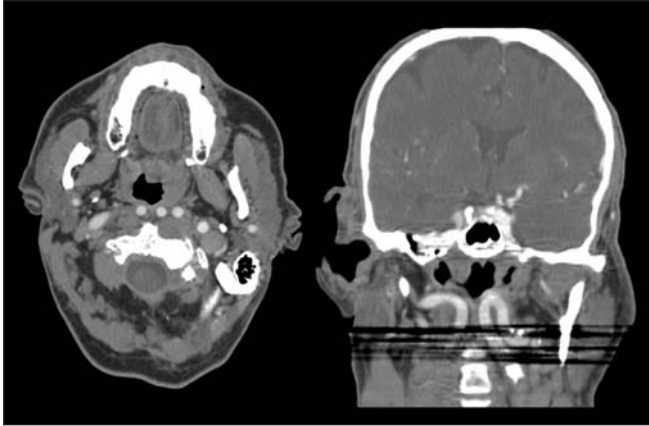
Tomografía computarizada preoperatoria que muestra una carótida interna tortuosa bilateral que ocupa el plano submucoso a nivel de la nasofaringe. Hay un gran riesgo de lesión de la arteria durante el abordaje transclival/transodontoiideo.
